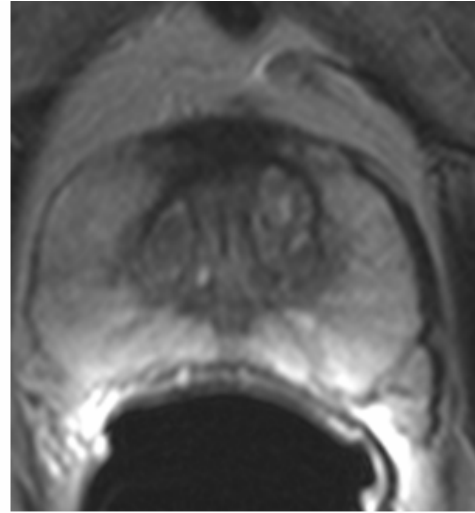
Axiales T2-gewichtetes MRT-Bild der Prostata: Mitteldrüse.
